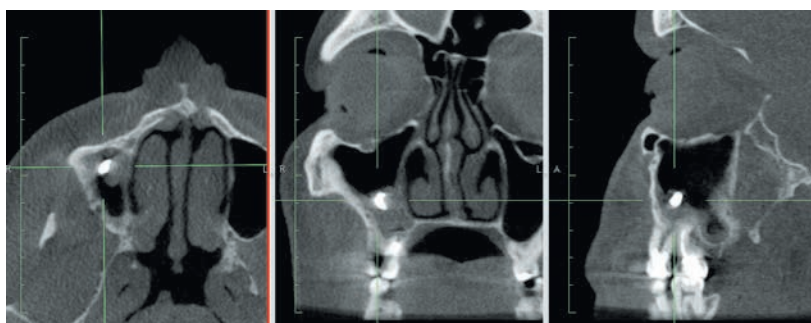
Инородное тело (пломбировочный материал) в утолщенной слизистой оболочке правой верхнечелюстной пазухи. МСКТ-изображения в аксиальной, коронарной и кососагиттальной плоскостях
